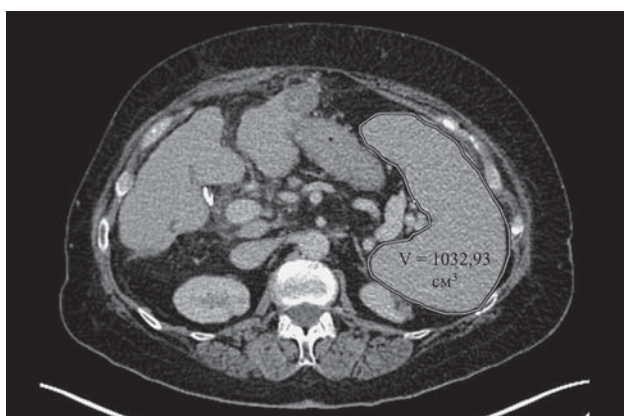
Компьютерная томограмма. Спленомегалия. Объем селезенки 1032,93 см³.
